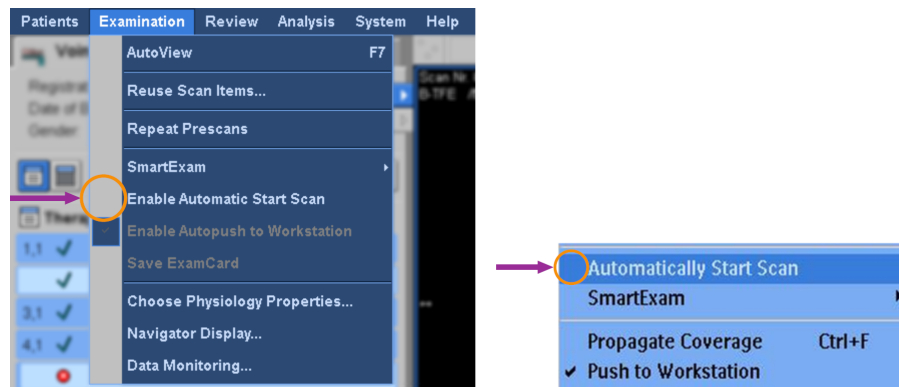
L'option de démarrage automatique de l'acquisition doit être désactivée pour garantir le bon positionnement des coupes. À gauche : paramètre Activer le lancement automatique de l'acquisition désactivé dans le menu Examen du logiciel du scanner IRM V5. À droite : paramètre Démarrage auto acquisition désactivé dans le logiciel du scanner IRM V3 et V4.
